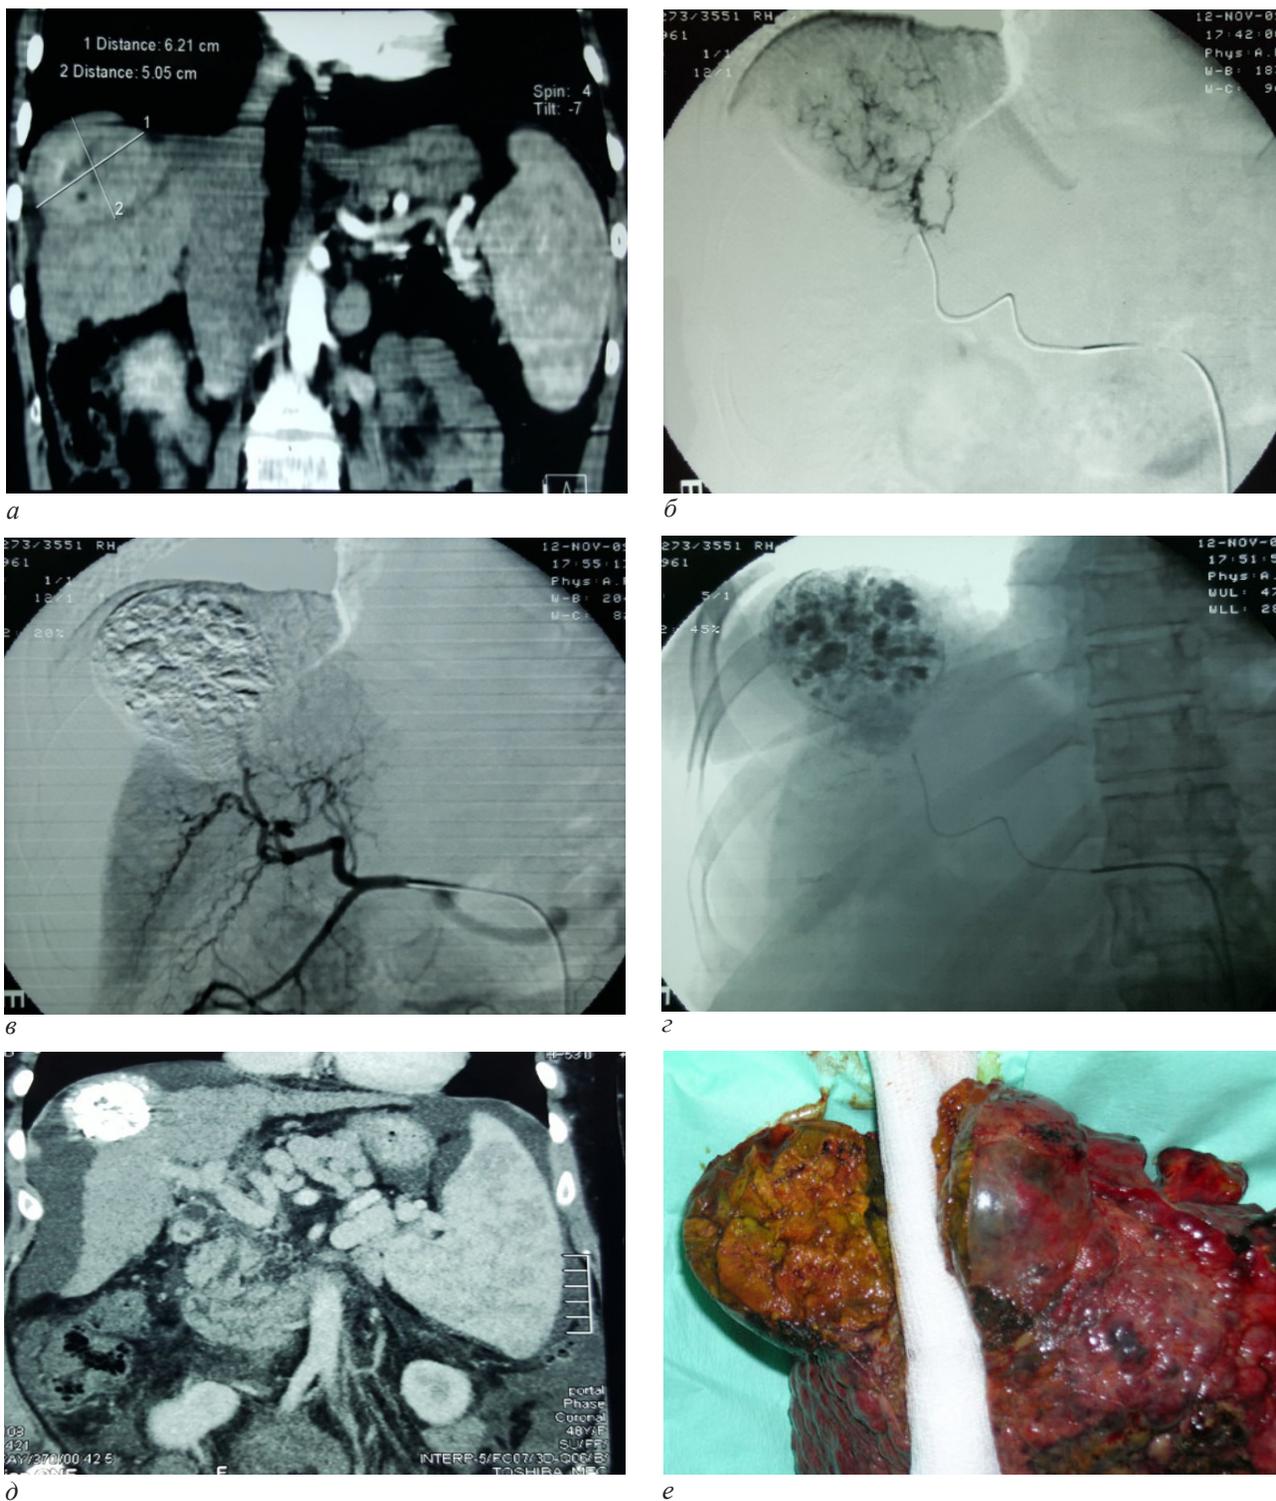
Неоадьювантная ХЭПА у пациента с ГЦР вне Миланских критериев: суперселективная масляная ХЭ; полный ответ (m-Recist); снижение стадии до МК (наблюдение 5): а – компьютерная томограмма до ХЭПА: очаг ГЦР в правой доле печени 62×50 мм; б – ангиограмма: суперселективная ХЭПА источника кровоснабжения очага ГЦР; в, г – ангиограммы и обзорная рентгенограмма: окклюзия опухолевых сосудов после ХЭПА, очаг ГЦР тотально заполнен химиоэмболизатом; д – компьютерная томография через 5 месяцев после трех ХЭПА: опухолевый узел полностью заполнен химиоэмболизатом, не кровоснабжается (полный ответ по m-Recist); е – удаленный препарат, макроскопически: тотальный некроз узла ГЦР
